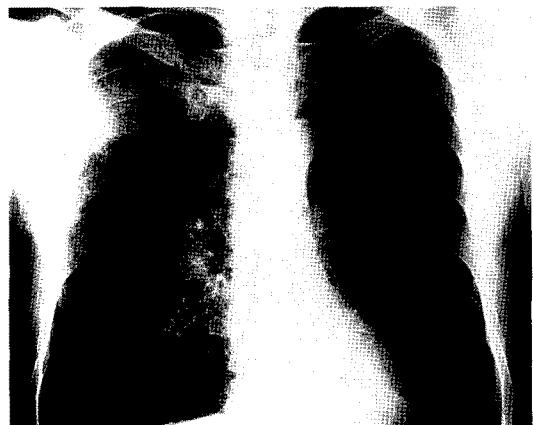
Chest X-ray shows marked hyper-lucency in the left lung and relatively reduced size of the left hilum and a consolidation in the right upper lung field.
